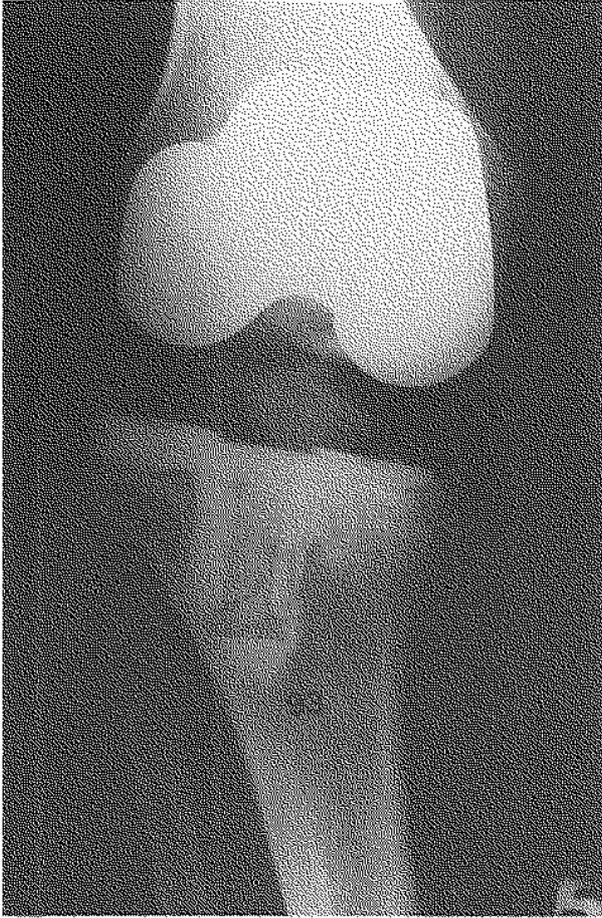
Radiographie à 10 ans de recul. Liseré tibial étendu et évolutif.
